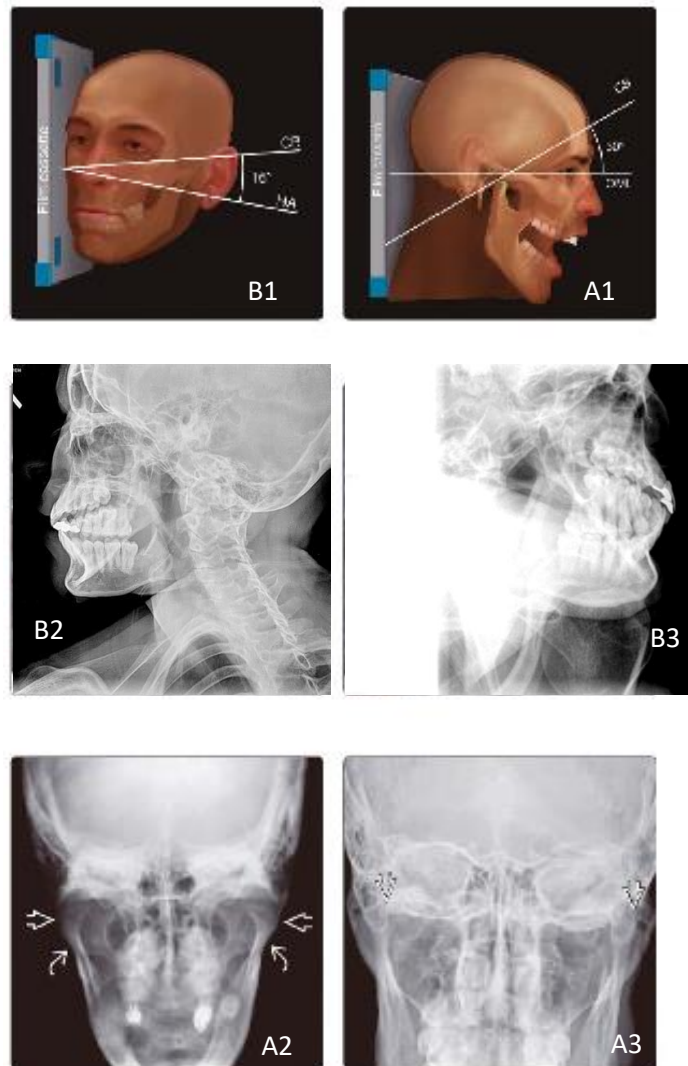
Radiografía con proyección de Towne A1, A2 y A3 (20) Radiografía con proyección oblicua lateral izquierda B1 (20)y B3 (27) y oblicua lateral derecha B2(27).
